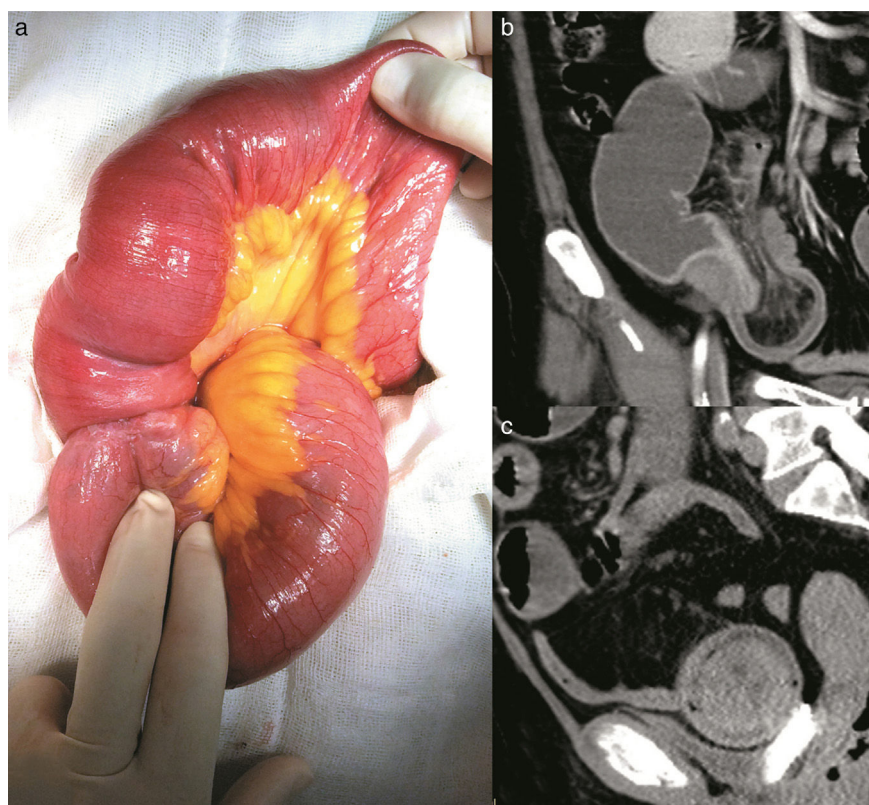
(a) Segmento intestino delgado con intususcepción íleo-íleal; (b) TAC contrastada de corte coronal, con retracción de grasa y vasos mesentéricos, y (c) TAC contrastada de corte sagital, imagen de «tiro al blanco».
